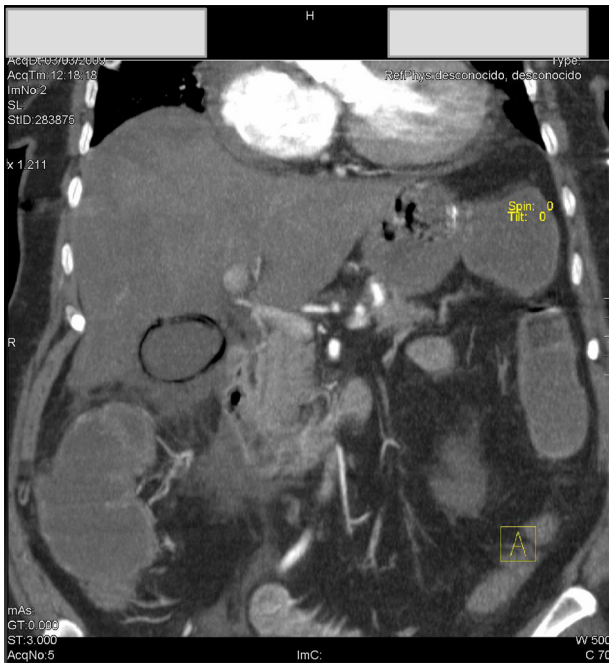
Corte sagital de TC en el que se aprecia la colecistitis enfisematosa y una trombosis total de la arteria renal izquierda.
